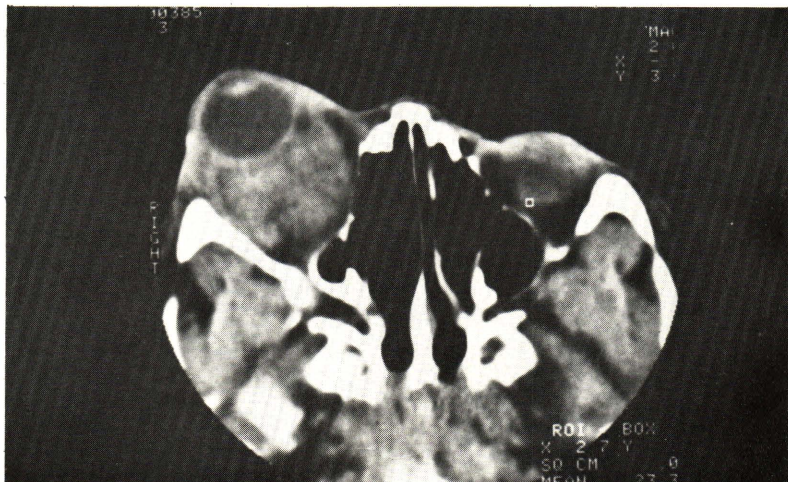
Cavernous hemangioma. A 14 year-old female with progressive exophthalmos of the right eye for 12 years. Axial CT scan showed irregularly enhanced intraconal mass around the optic nerve and displacing the globe anteriorly. Expansion and thinning of orbital wall indicate slow growing lesion.
